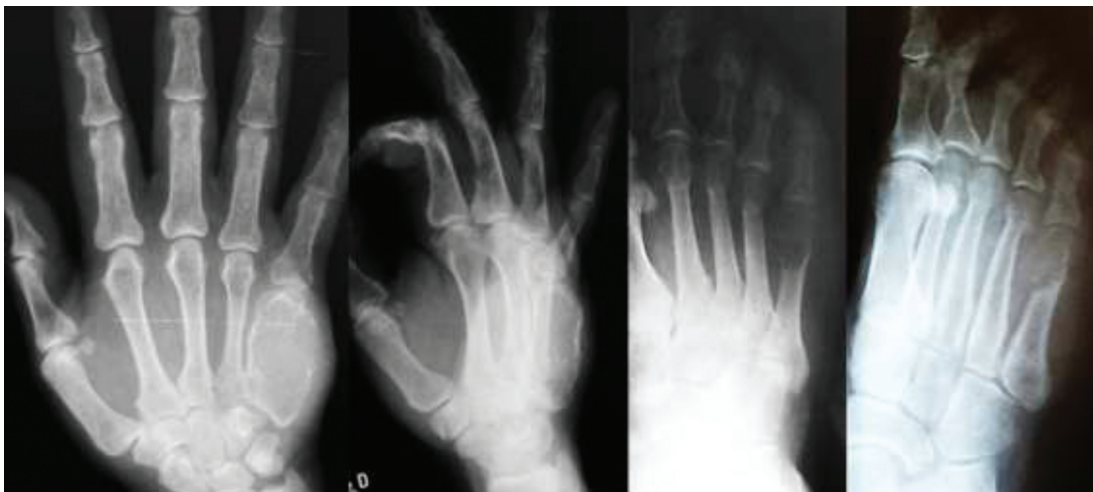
Caso 2: radiografia frontal e oblíqua de mão e pé direitos evidenciando lesão osteolítica expansiva comprometendo todo o quinto MC direito e a região metafisária distal do quinto metatarso direito.
